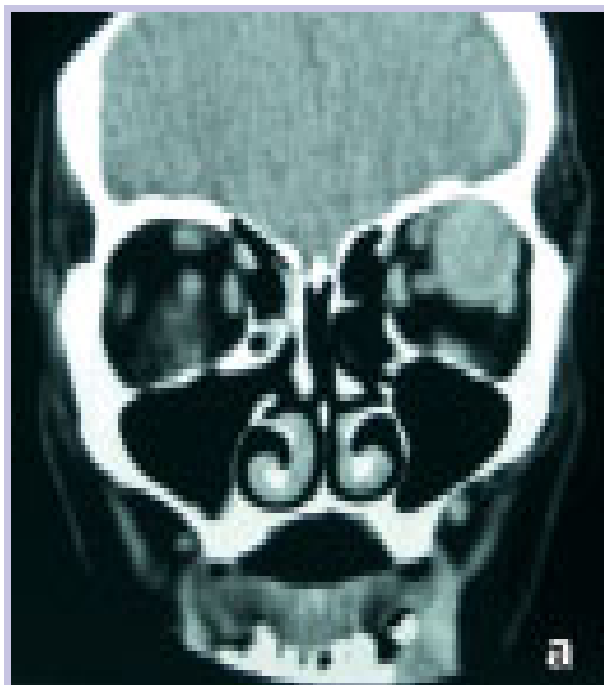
Imagens de TC em janela de tecidos moles, no plano coronal (7a), no plano axial após contraste (7b), e em janela óssea no plano axial (7c), onde se observa uma massa intracônica à esquerda, hiperdensa, com captação de contraste, e que justifica desvio medial do nervo óptico e moldagem da parede lateral da órbita. Angioleiomioma.
